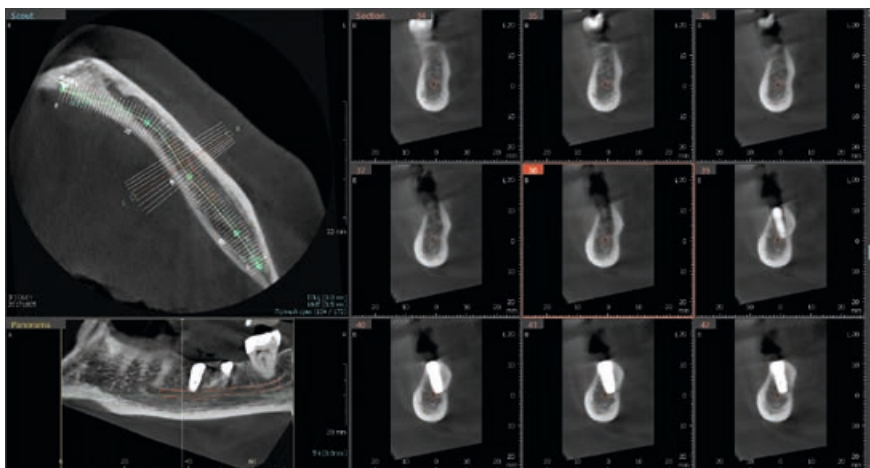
Конусно-лучевая компьютерная томография Vatech. Нижнечелюстной канал маркирован с помощью программного обеспечения Ez 3D-i V 4.3.0.
